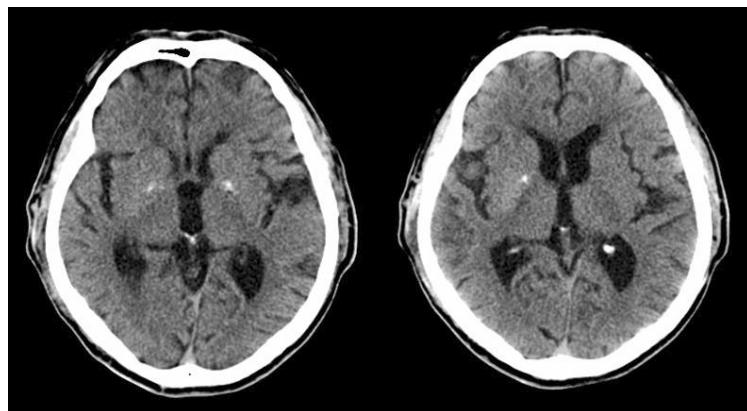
Brain CT images. No abnormal lesion was seen at putame.
